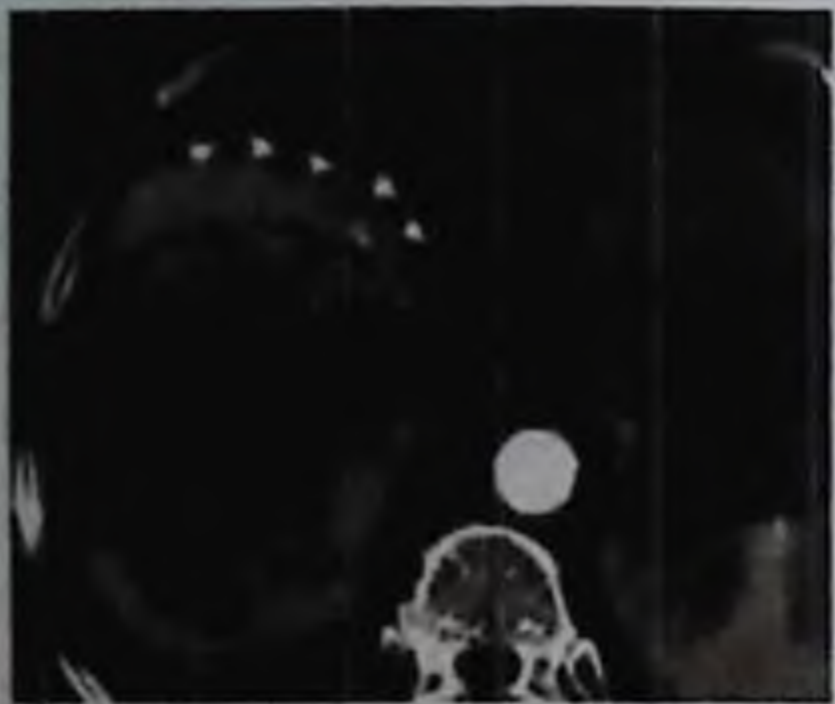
КТ. Картина альвеококка правой доли печени.
